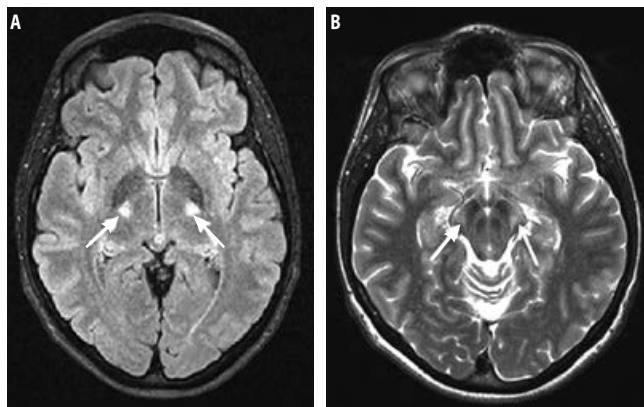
МРТ головного мозга пациентки с БАС, бульбарная форма. Гиперинтенсивность кортикоспинальных трактов (стрелки) на уровне заднего бедра внутренней капсулы (А, режим FLAIR) и ножек мозга (В, режим T2)
